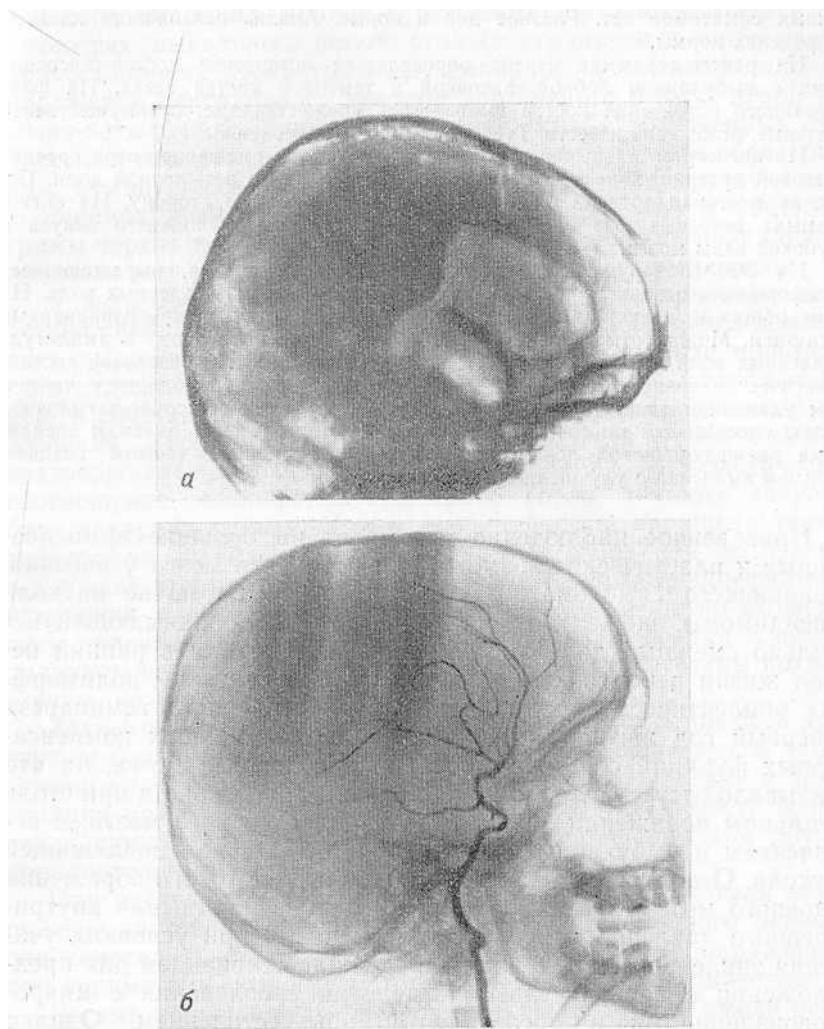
Рентгенограммы больной Г., 14 лет, с симптоматической эпилепсией, обусловленной глиомой, расположенной в теменной и затылочной долях правого полушария.
